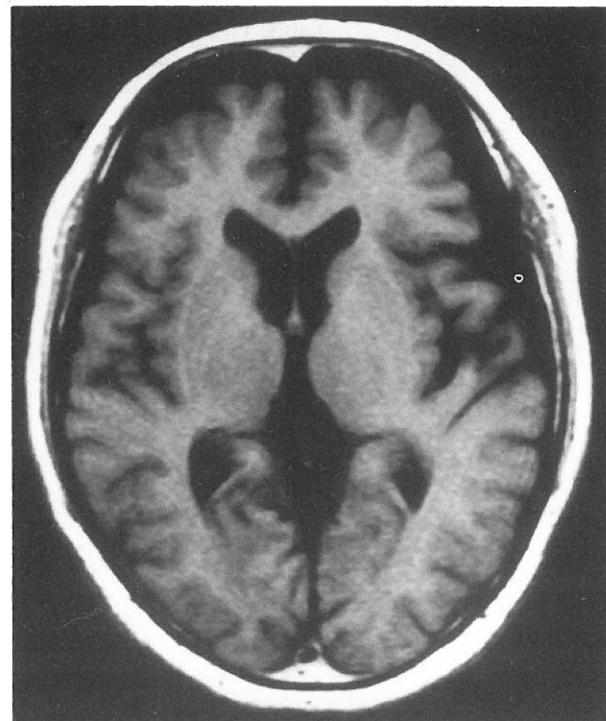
T1 weighted MRI (1996. 10) showing moderate atrophy in the frontal cortex of the brain of patient 2.
